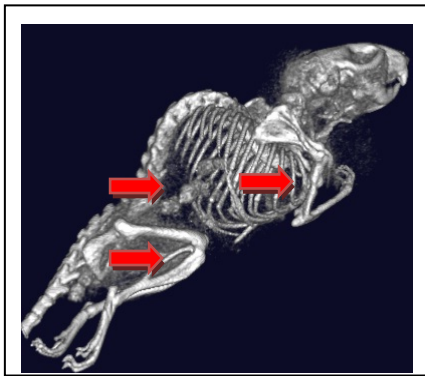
In vivo 3D-CT 骨解析画像像
